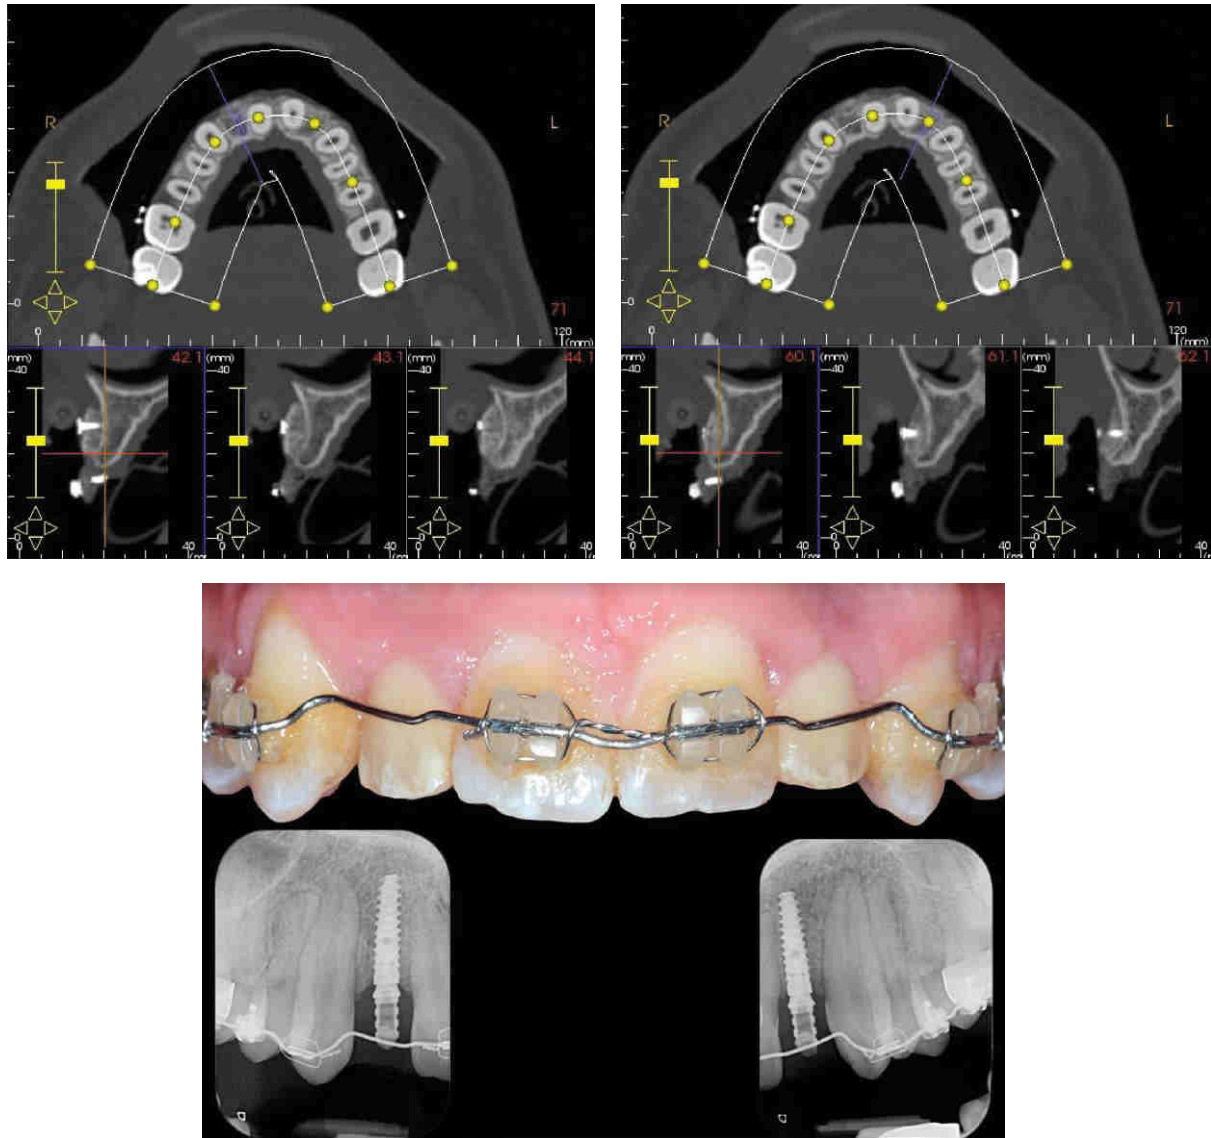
image du CBCT pour la planification implantaire et photos à 5mois post-opératoires du Dr Philippe Jaby. Chirurgie implantaire avec mise en esthétique immédiate. La photo des couronnes provisoires a été prise à 3 semaines post-opératoires. (117)
